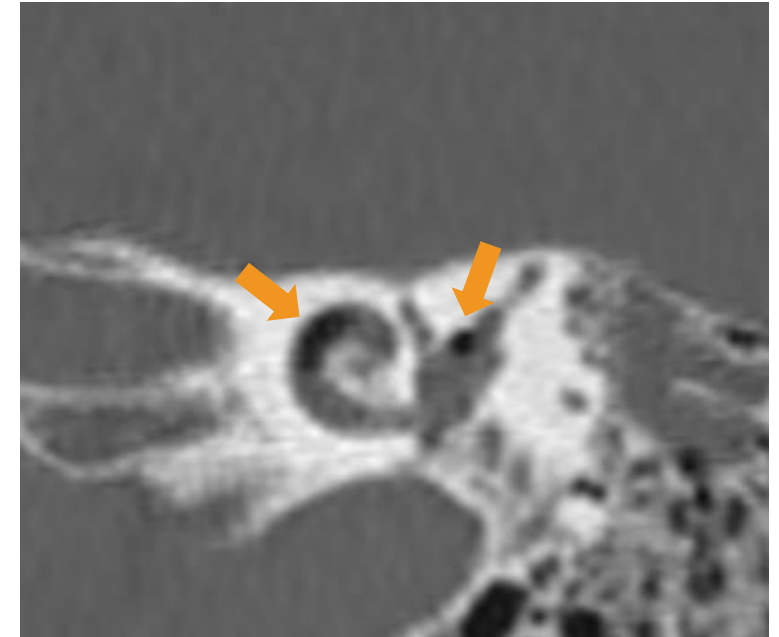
Corte coronal de TC en el que se observan burbujas de aire en el interior del laberinto membranoso (neumolaberinto).
